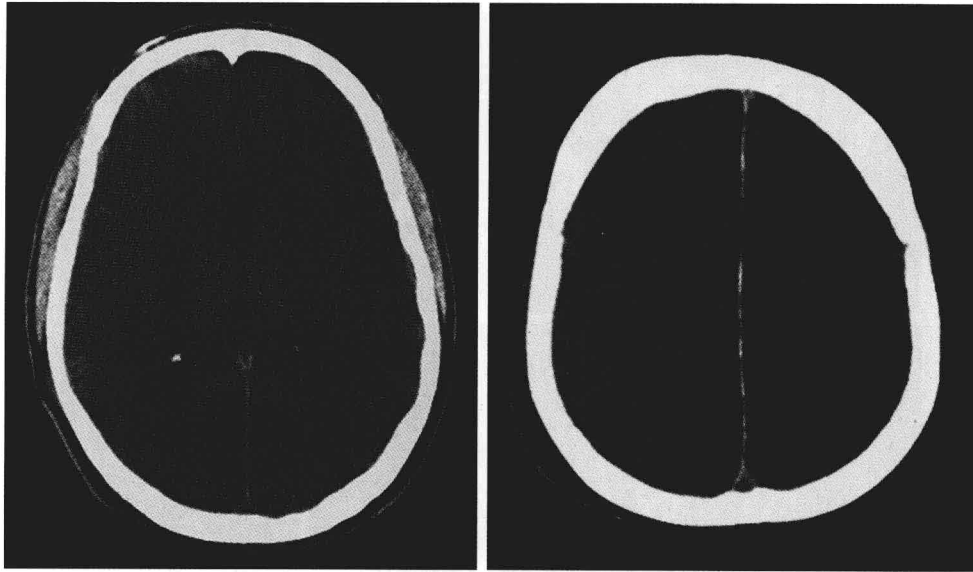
CT 扫描显示出严重缺氧性脑损害改变的病例。男性，55 岁，外科手术后心脏骤停，其 12 小时后的脑部 CT 扫描显示皮质脑沟消失，灰白质交界处的密度差异消失，侧脑室变成狭长形，这些提示存在广泛脑水肿（左）。较高层面显示出多发的低衰减区，这些是由于半球外侧面脑回样分布的弥漫性脑水肿所引起（右）。
